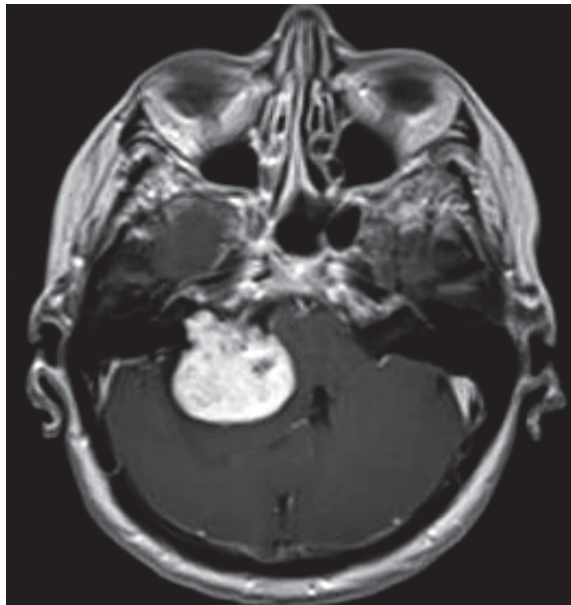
МРТ головного мозга через 12 месяцев, картина субтотального удаления
